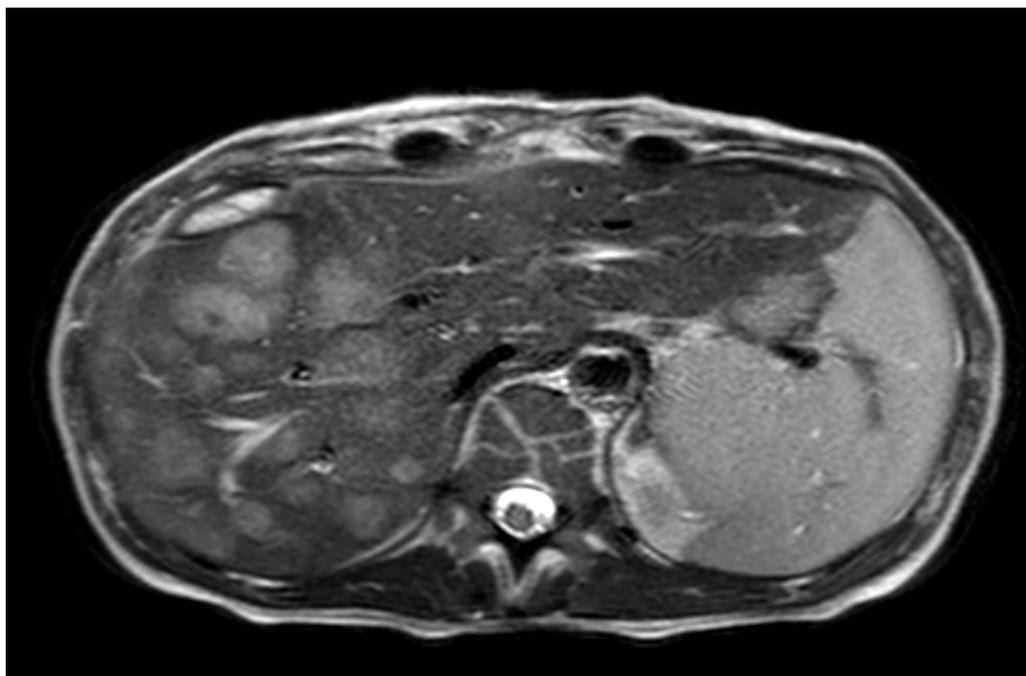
МРТ органов брюшной полости с контрастированием: множественные сливающиеся метастатические очаги с участками распада до 10 см в Д; отрицательная динамика в виде увеличения размеров и количества метастазов в печени
